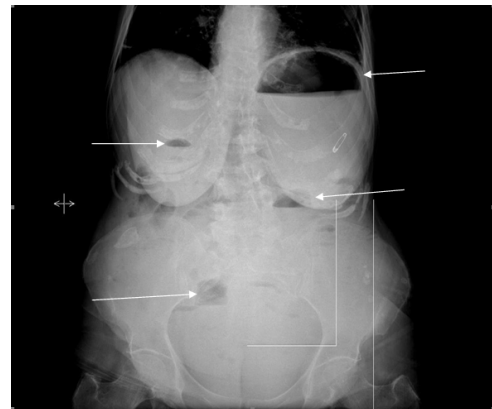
X-Ray of abdomen on admission to emergency department (air liquid levels)
